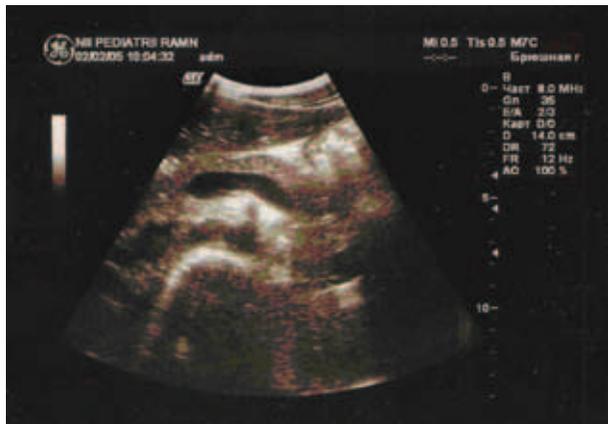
УЗИ с применением эмульсии Эспумизан®40. Четкое контурирование полых органов
